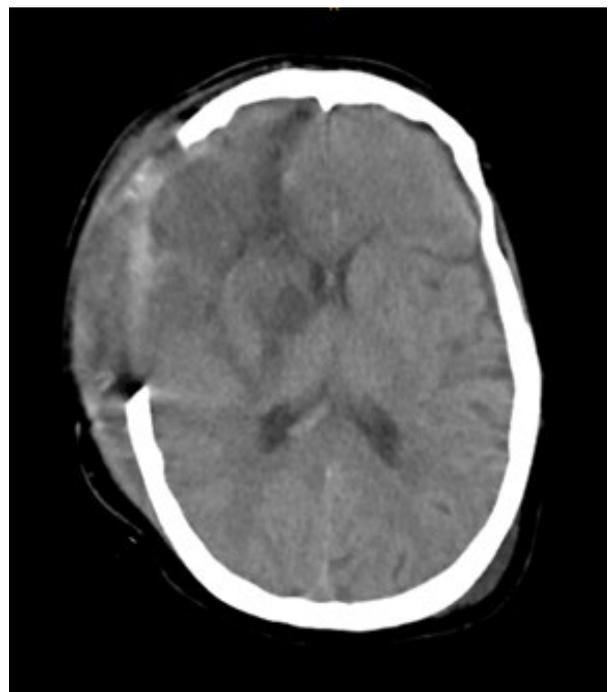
Tomografía computarizada de cráneo luego del drenaje del hematoma intraparenquimatoso.
